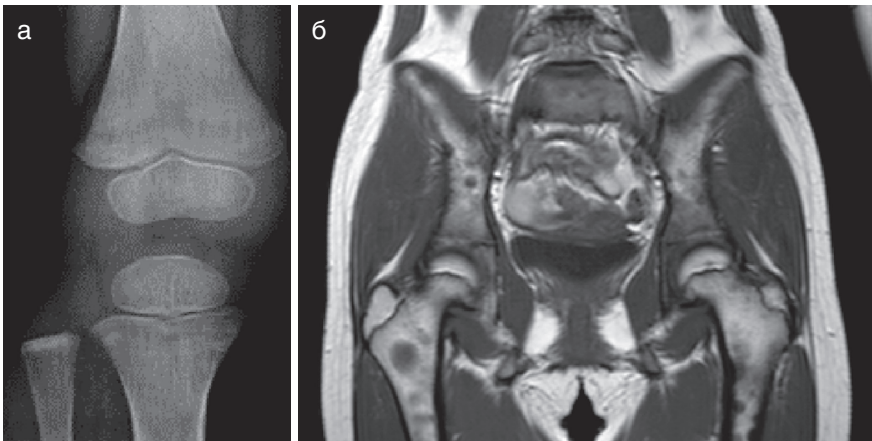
Данные визуализирующих исследований при остром лимфобластном лейкозе: а — рентгенография коленного сустава при лейкозе. Отмечается просветление в области метафиза; б — патологические изменения (сниженный уровень сигнала на T1-взвешенном изображении) при магнитно-резонансной томографии
